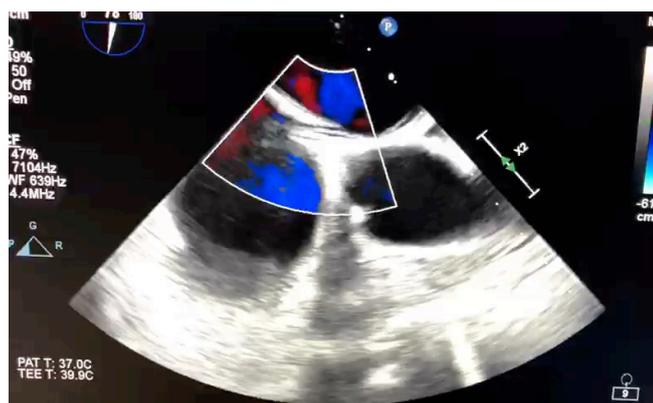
ECOCARDIOGRAMA COM DOPPLER: SEPTO INTERATRIAL ÍNTEGRO COM VISUALIZAÇÃO DE UM TÚNEL E SEPARAÇÃO ENTRE OS SEPTOS PRIMUM E SECUNDUM, PORÉM EM PORÇÃO PROXIMAL NO LADO ATRIAL DIREITO.
